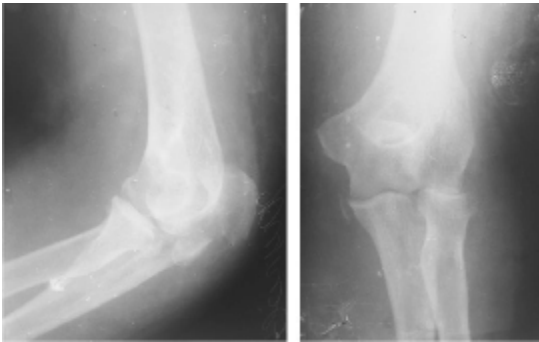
Рентгенограмма левого локтевого сустава в двух проекциях больной Ю.С., 57 лет, и.б. №4523, до операции.
